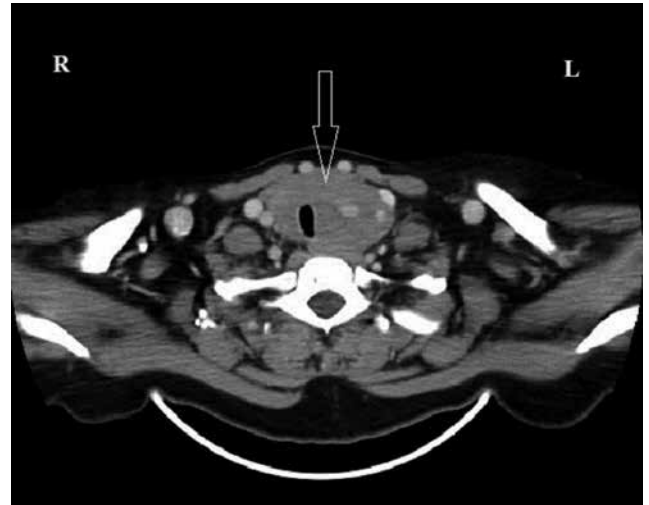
Tiroid lojundaki kitlenin medikal tedavi öncesi BT görüntüsü
